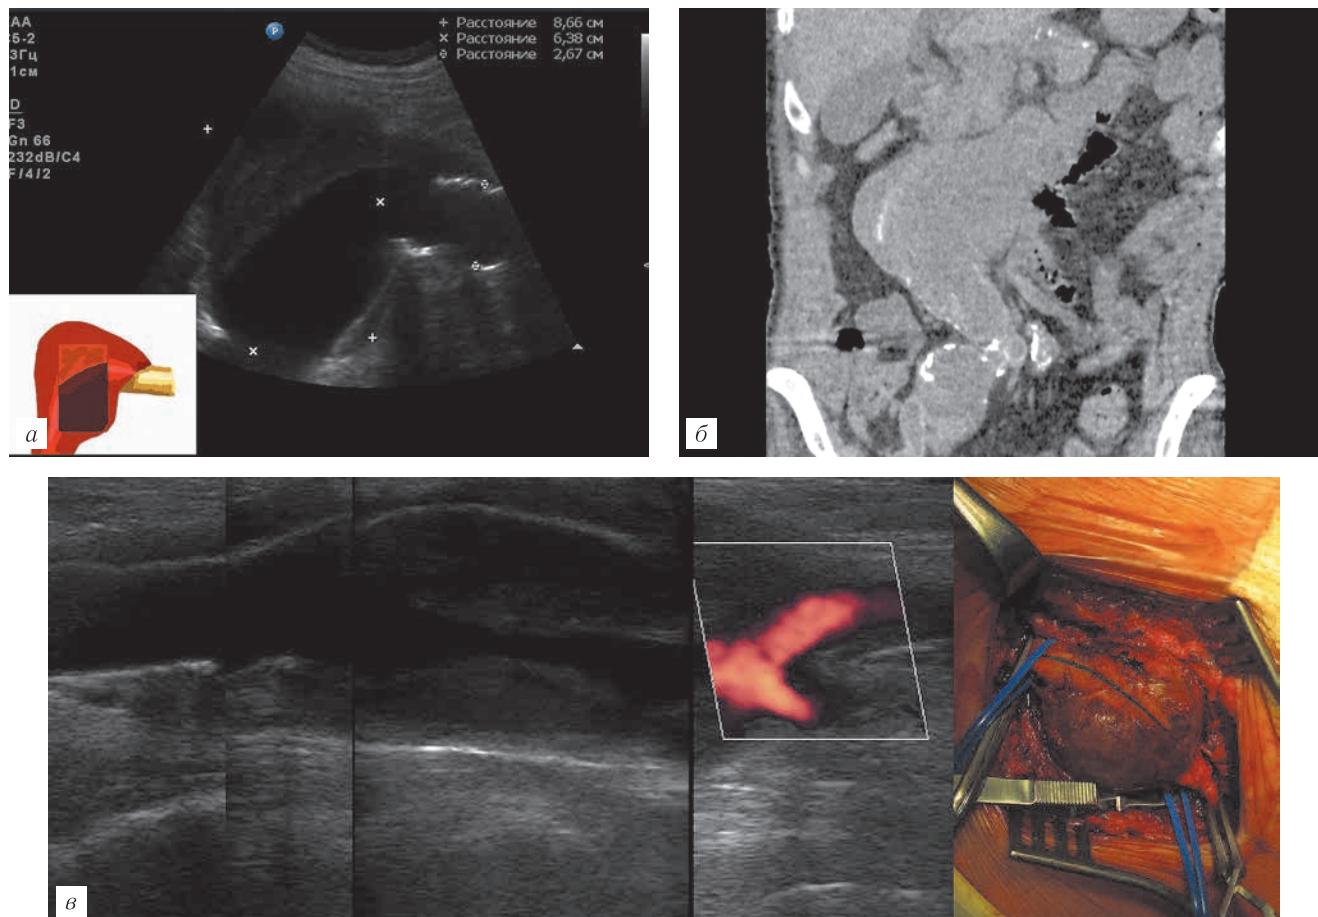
Параанастомотическая аневризма: *а* — аневризма проксимального анастомоза; *б* — тот же случай при МСКТ без контрастирования; *в* — аневризма дистального анастомоза, серия последовательных сканограмм и интраоперационная фотография данного случая
